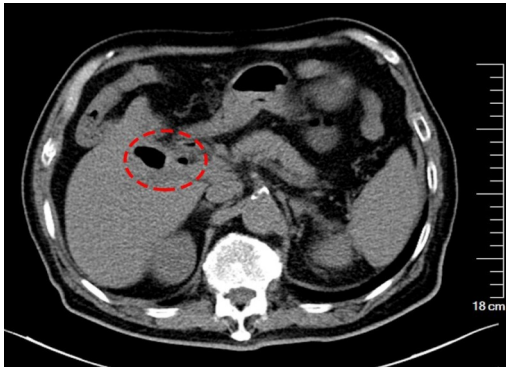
胆囊十二指肠内瘘CT图像(胆囊及肝总管内可见积气)
